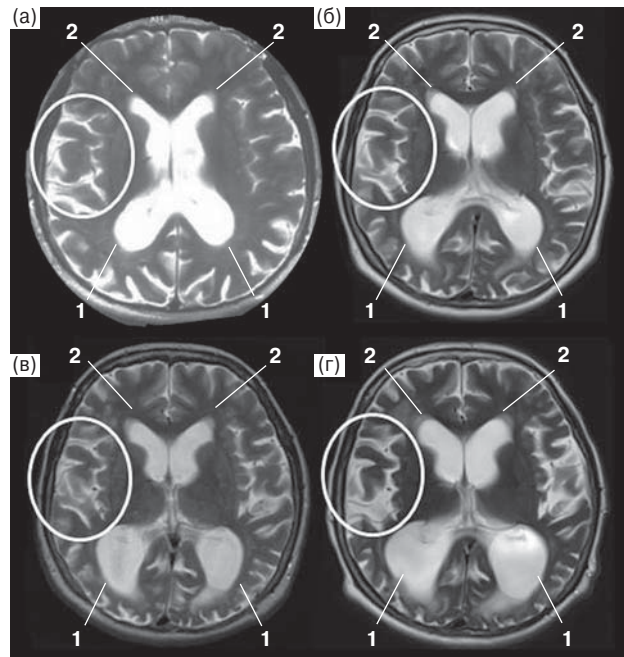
МРТ больной М. в аксиальной плоскости на уровне отверстий Монро в режиме T2-взвешенного изображения от 2009 г. (а), 2012 г. (б), 2013 г. (в) и 2017 г. (г). При динамическом наблюдении отмечается нарастающее расширение преимущественно задних рогов боковых желудочков (1) за счет атрофии теменных и затылочных долей, а также расширение передних рогов боковых желудочков (2) за счет атрофии лобных долей. Кроме того, выявляется компенсаторное увеличение субарахноидального пространства за счет истончения извилин, наиболее выраженное на уровне Sylvianовых щелей (белый овал).
